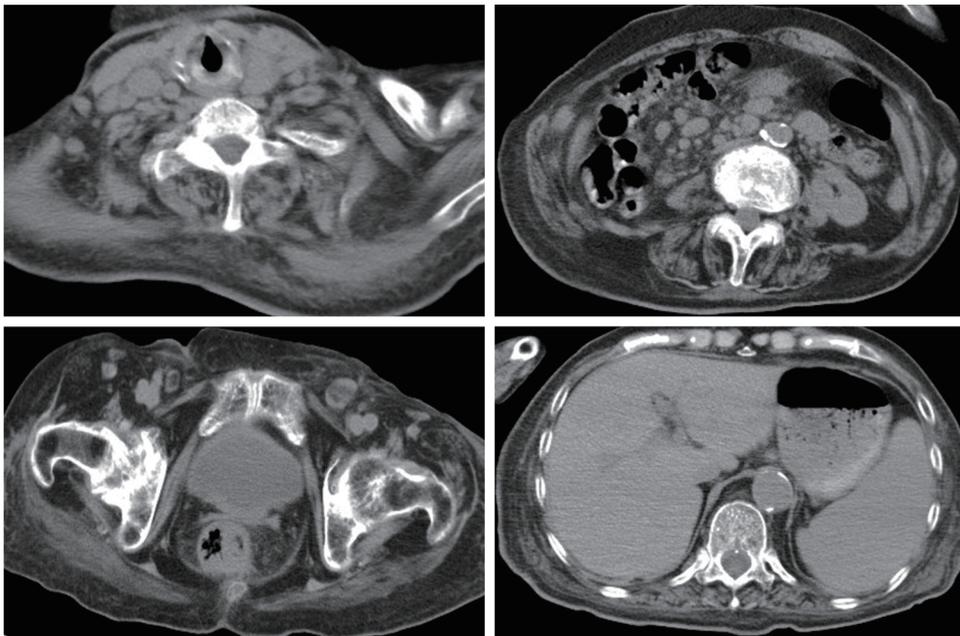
Computed Tomography. Swollen lymph nodes were found in the bilateral neck, mediastinum, mesentery, and inguinal region with splenomegaly.
